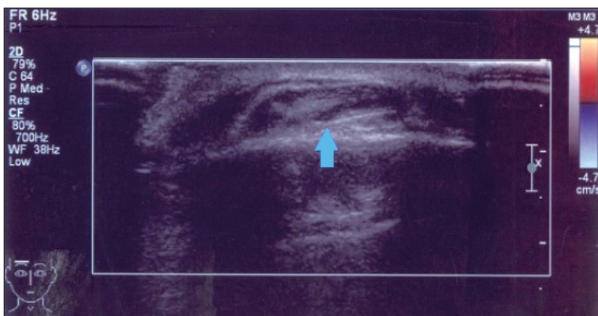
Well demarcated hypoechoic mass (1.92 cm) with central hyperechoic zone (arrow) with no flow on color Doppler at deep layer of scalp of right forehead.
